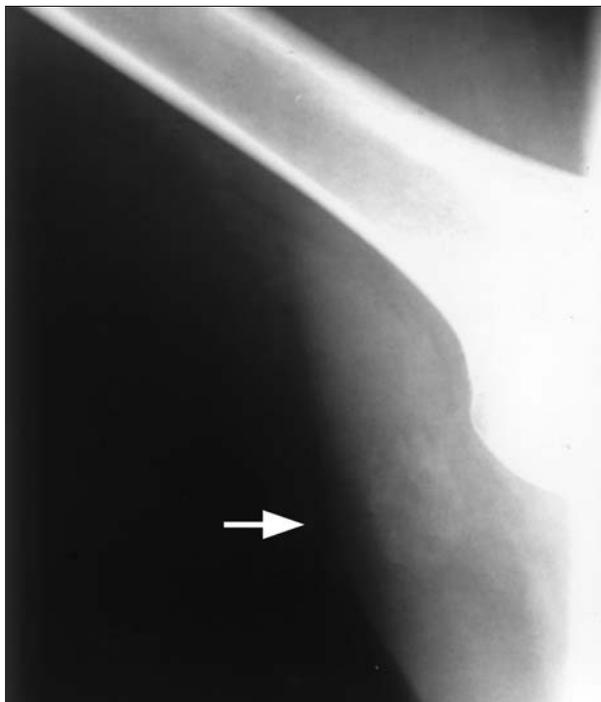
La radiografía del miembro superior aprecia una silueta (flecha) en axila, de contorno redondeado, en tejidos blandos de la axila derecha.
